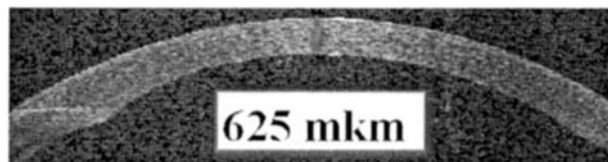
Структура и карты толщины роговицы по данным оптического когерентного томографа Visante OCT фирмы Karl Zeiss.
